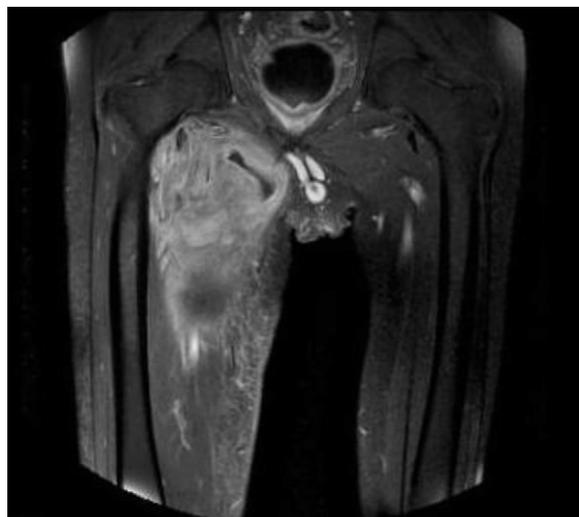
Imagen de RMN compatible con OHN en muslo derecho en estadio subagudo al mes del inicio clínico.
